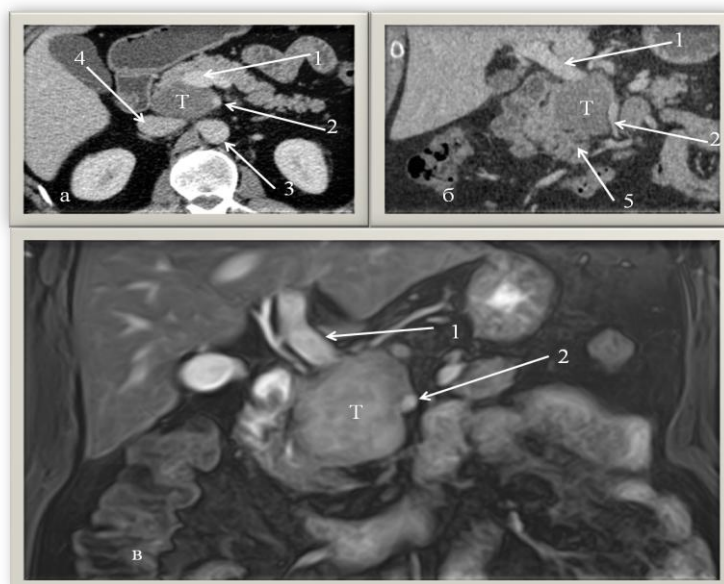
Компьютерная томография и магнитно-резонансная томография T – образование; 1 – воротная вена, 2- верхняя брыжеечная артерия, 3 – аорта, 4 – нижняя полая вена, 5 – крючковидный отросток поджелудочной железы
